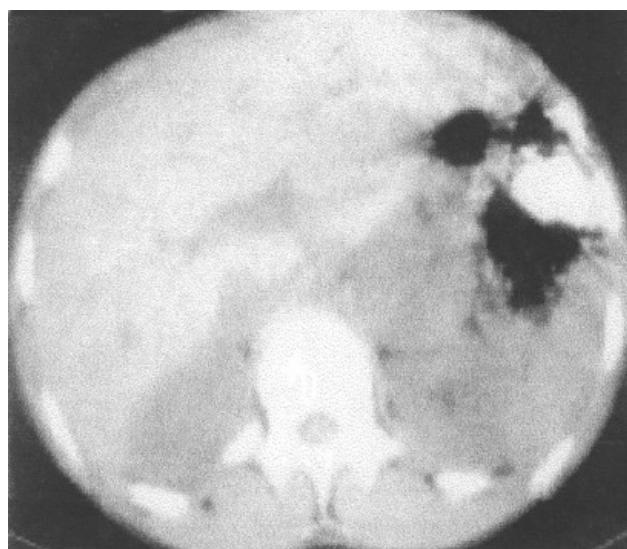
Muestra una TAC de abdomen y pelvis donde se observa una masa adrenal izquierda que corresponde a un feocromocitoma benigno primario.
